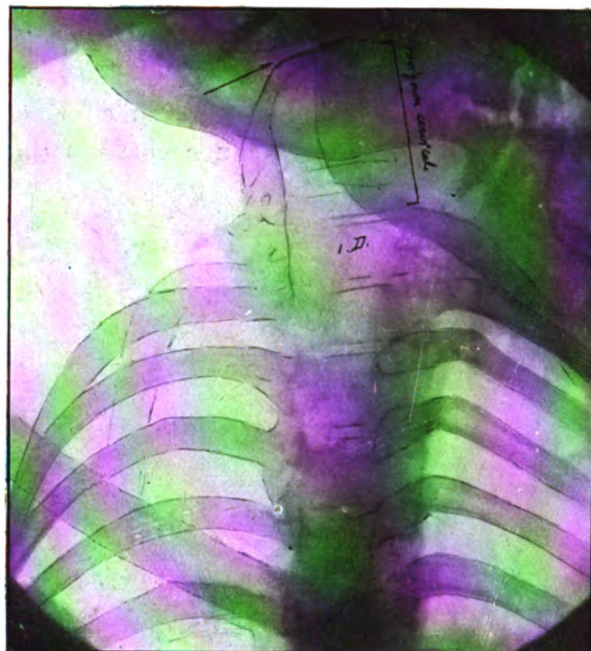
bis. — Même radiographie que fig. 3, légèrement retouchée à l'encre pour montrer la constitution de la masse cervicale, formée de vertèbres soudées et atrophiées. La flèche indique la fente articulaire crano-vertébrale. Remarquer l'abaissement considérable des clavicules et la formation d'un thorax cervical.
